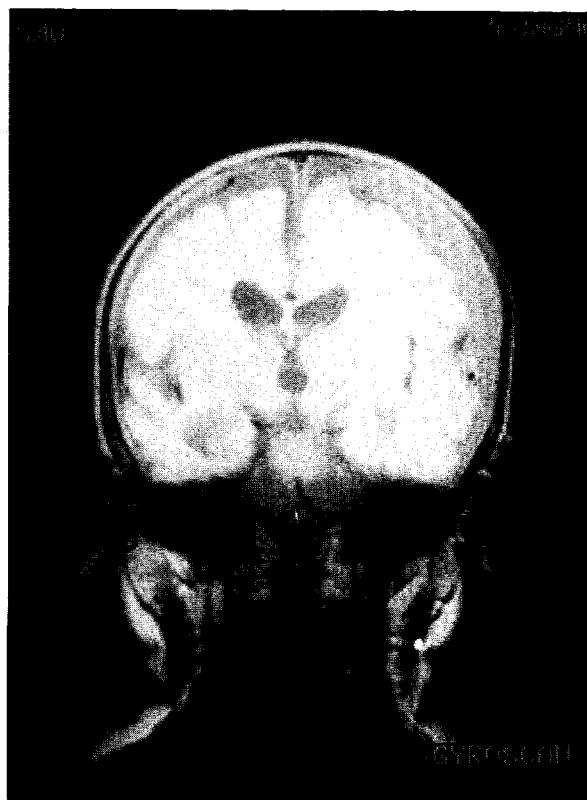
Brain MRI : Subdural hematoma was seen in left parietotemporal area (sagittal view).
